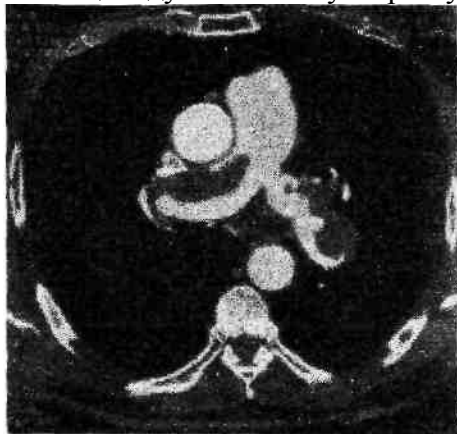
Тромбы в просвете легочной артерии. КТ-ангиограмма.
